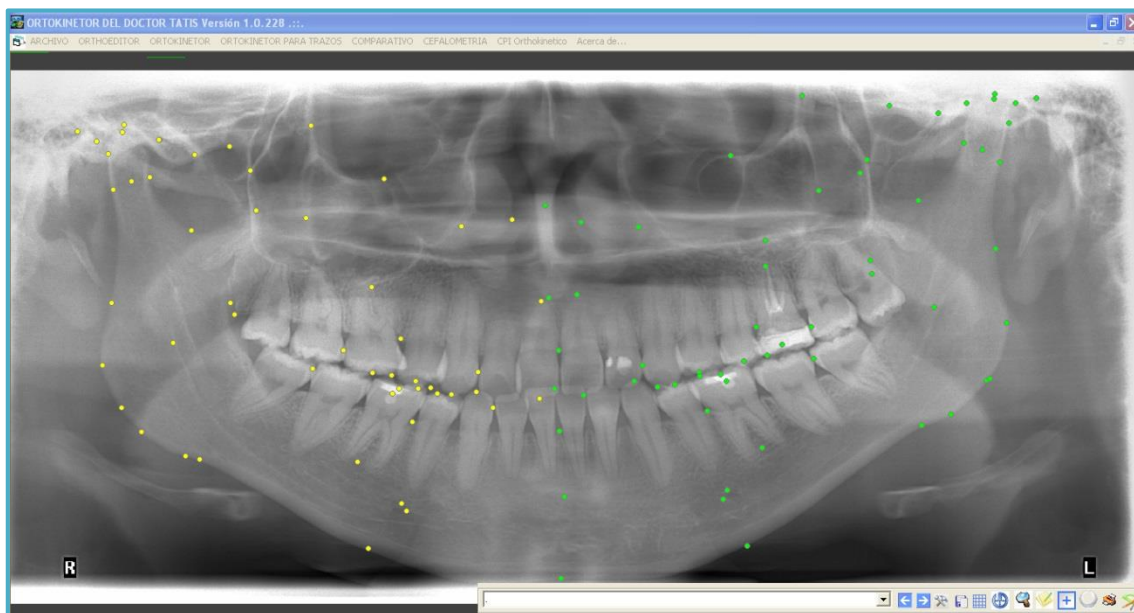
Fuente propia [Análisis Cefalométrico de Tatis en la radiografía panorámica]
